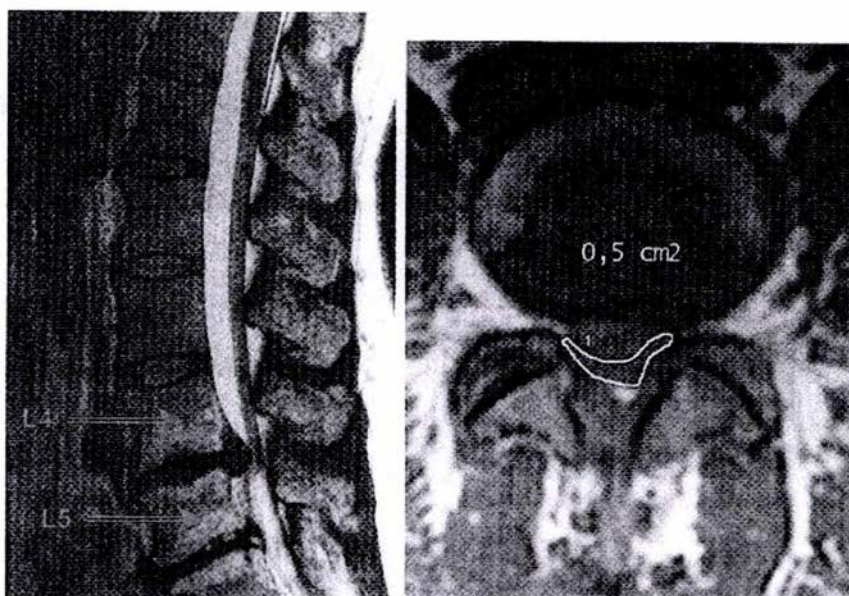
Imágenes de Resonancia Magnética, sagital (T2) y transversal (T1) que demuestran una herniación central grande del disco a nivel L4-L5 con una disminución significativa en el canal espinal.
